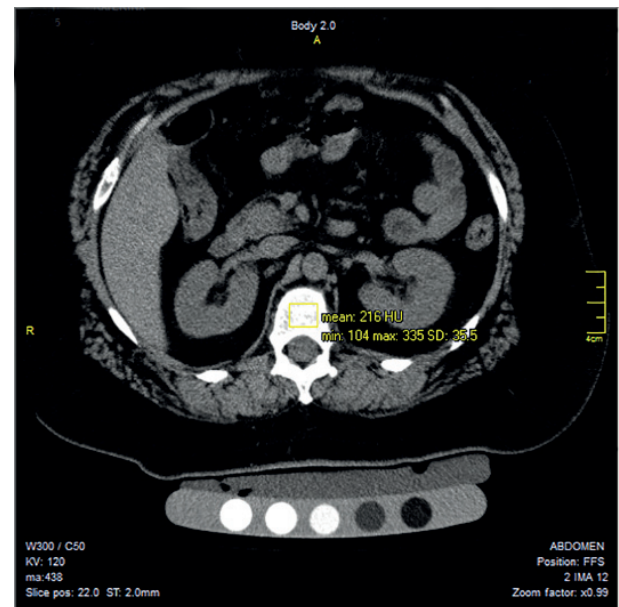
Аксіальний зріз КТ пацієнтки Г. з денситометричними показниками поперекового відділу хребта.
